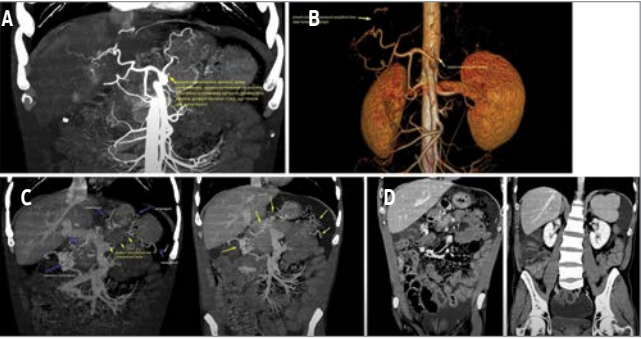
КТ органів черевної порожнини пацієнта Б.
